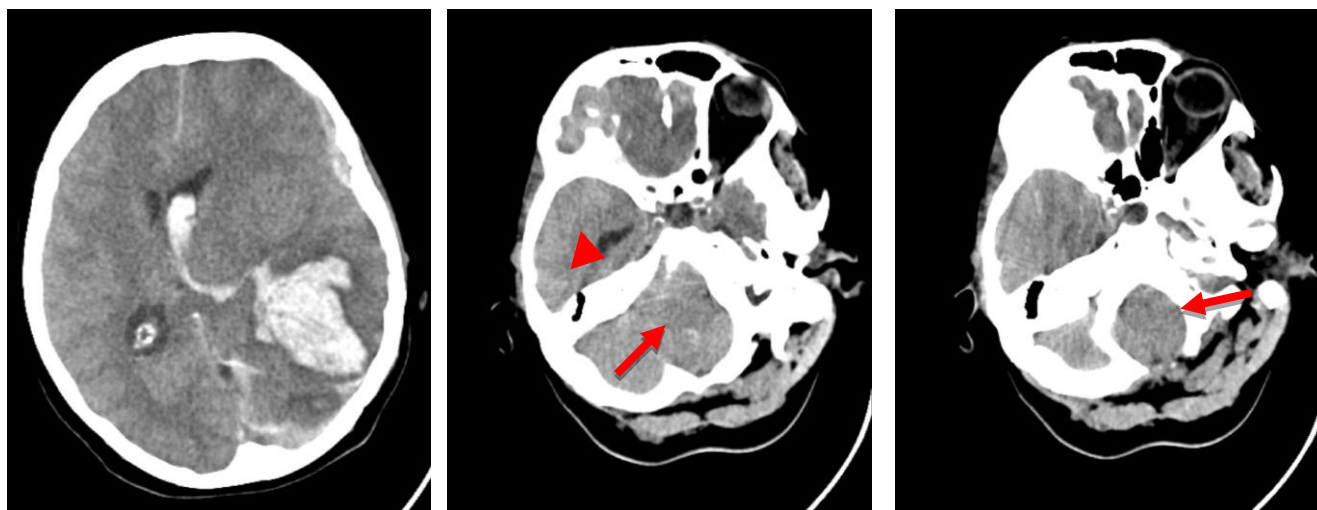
TC de cráneo en proyección axial. Hernia subfalcina por hemorragia subdural izquierda. (Servicio de radiodiagnóstico. Complejo Asistencial de Zamora).
